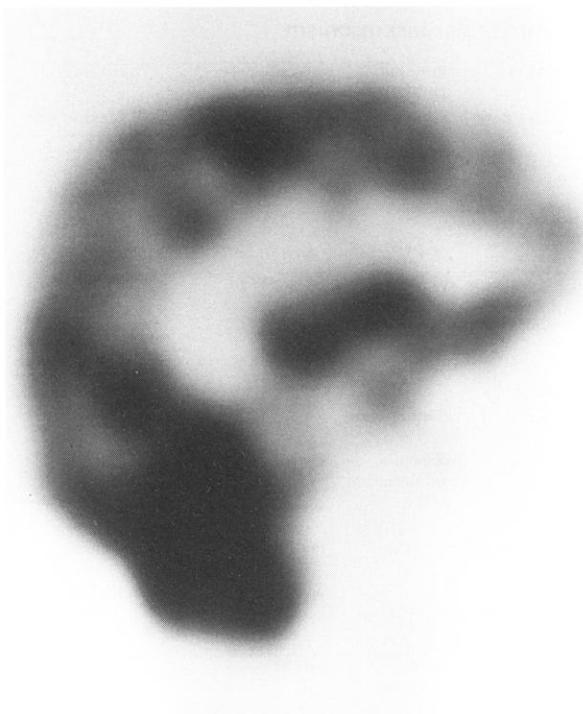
99m TC-ECD SPECT of the brain of patient 1 (1995. 10) showing decrement of the rCBF in the cerebral frontal cortex.
